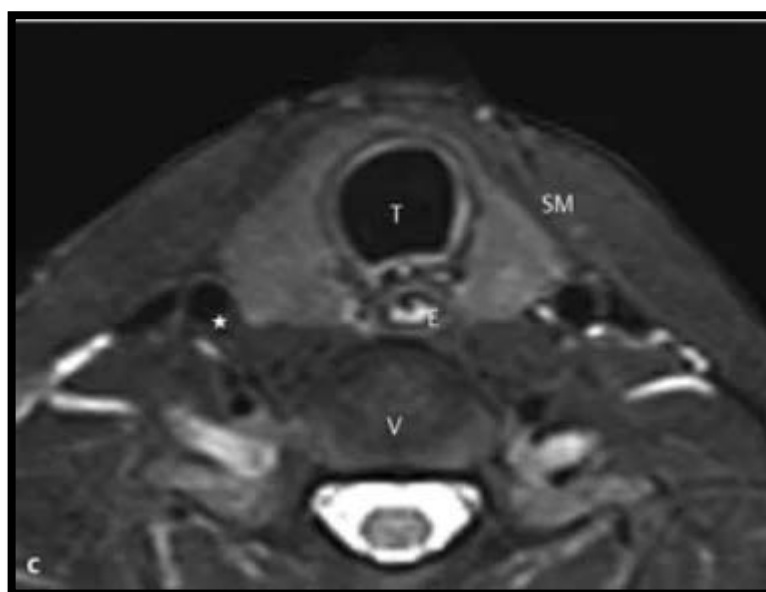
IRM cervicale en coupe axiale en séquence pondérée T2 montrant une thyroïde normale d'aspect homogène avec un signal légèrement hyper-intense à celui des muscles adjacents (SM) (28)
